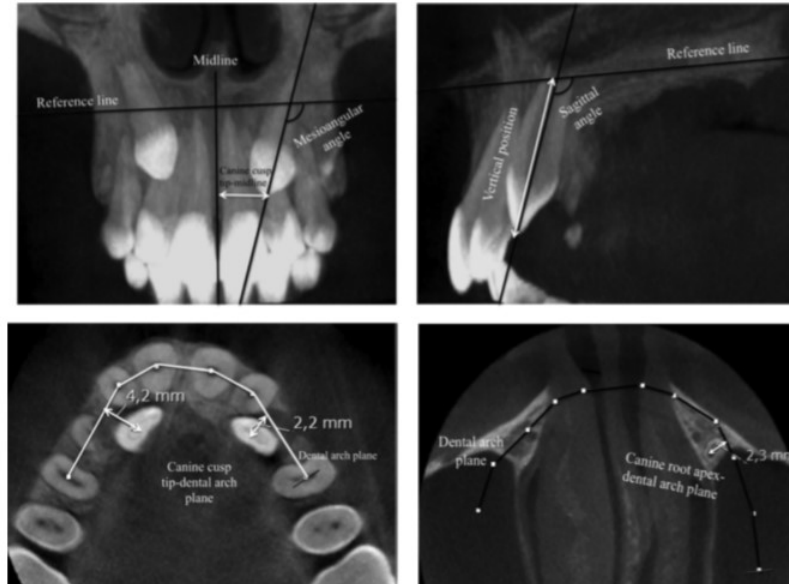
CBCT. Plano axial, sagital e coronal.
